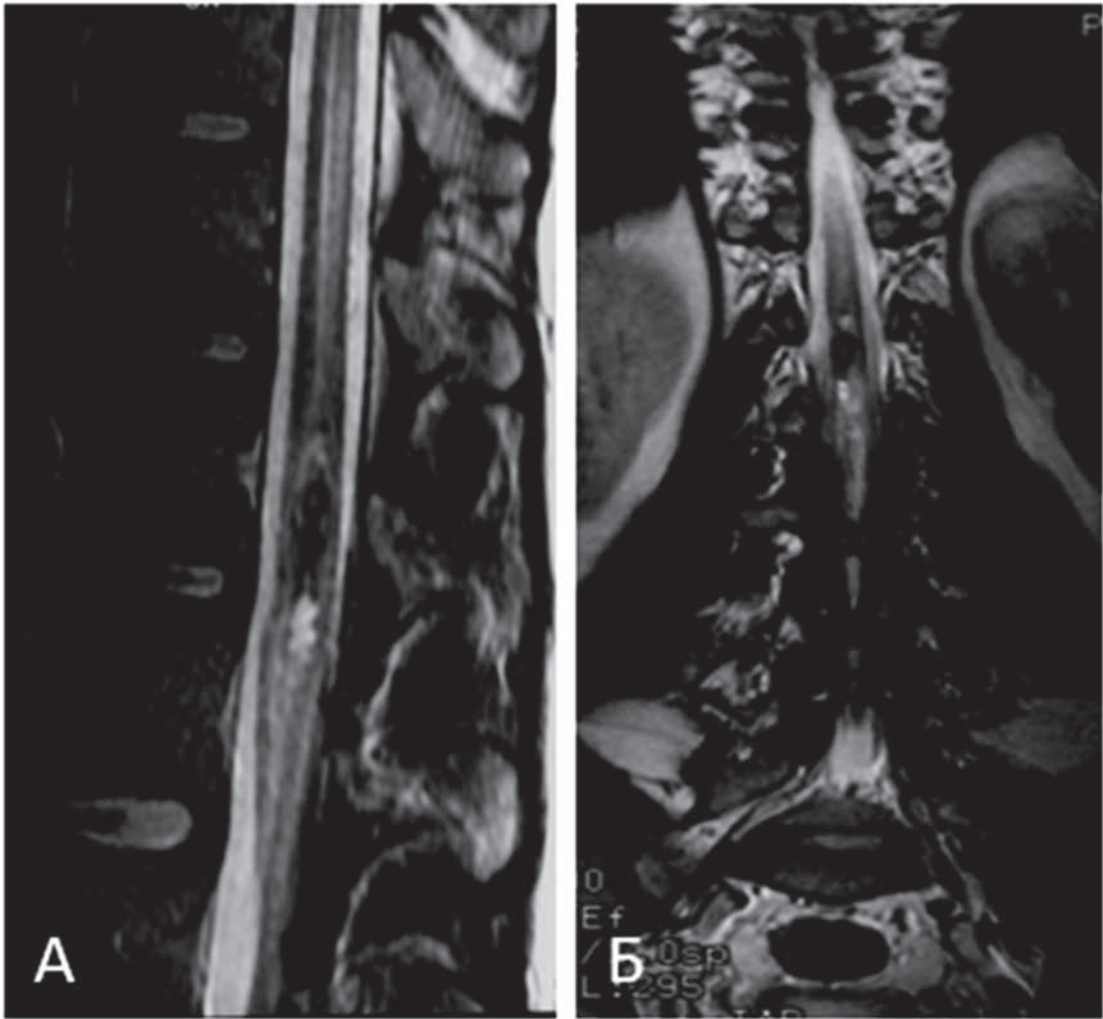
Пациент И-ов Э. В., МРТ грудного отдела позвоночника и спинного мозга в режиме T2 в 2 проекциях: А – сагиттальная проекция; Б – фронтальная проекция. Гетерогенное интрамедуллярное объёмное образование с признаками свежего кровоизлияния на уровне Th12–L1 позвонков
